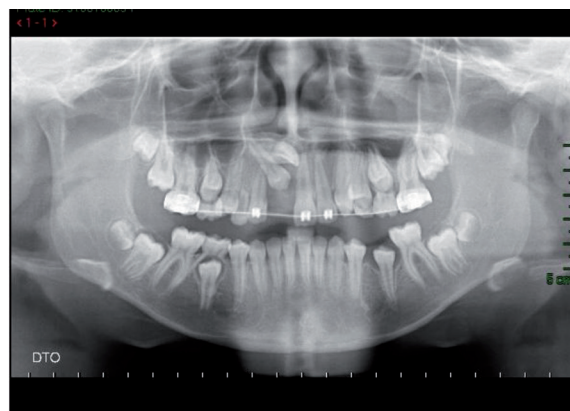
Ortopantomografia – Início do tratamento Ortodôntico. Data: 12-05-2011.
